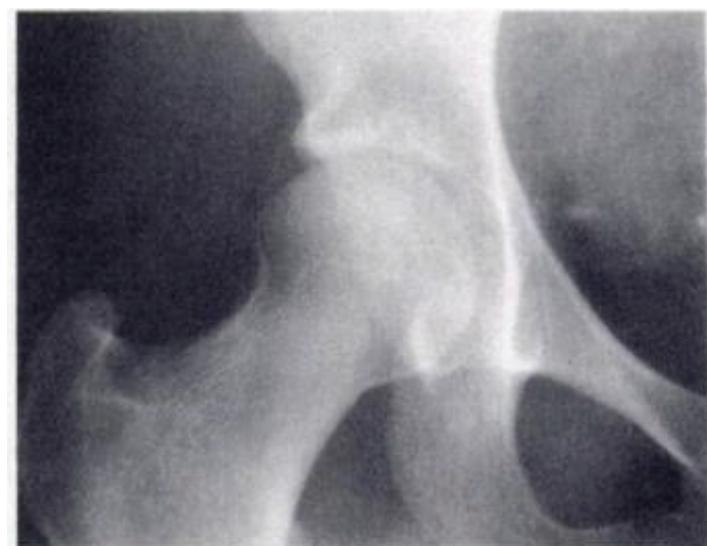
Рентгенограмма I стадии, больной К., 9 лет, с жалобами на боли в области бедра. В рентгенограмме изменений не выявлено
